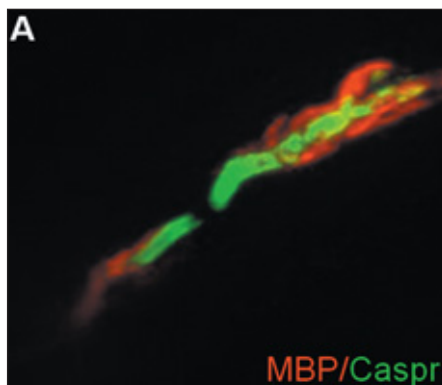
Die Hautbiopsie als diagnostisches Werkzeug in der Neurologie. (A,B) Färbung humaner myelinisierter Nervenfasern in Hautstanziopsien vom lateralen Zeigefinger mit MBP, einem Myelinmarker, (rot) und Caspr, einem paranodalen Protein (grün). (A) zeigt die kompakte Lokalisation von Caspr paranodal und spiralförmig entlang des Mesaxons bei einer gesunden Kontrollperson. In (B) ist eine pathologische Verbreiterung der Caspr-Färbung über die Paranodien hinaus bei einem Patienten mit demyelinisierender Polyneuropathie zu sehen. (C) Nachweis von Alpha-Synuclein-Ablagerungen (rot) in Hautnerven (PGP9.5=axonaler Marker, grün) eines Patienten mit Morbus Parkinson (Quelle: Doppler/Sommer).
